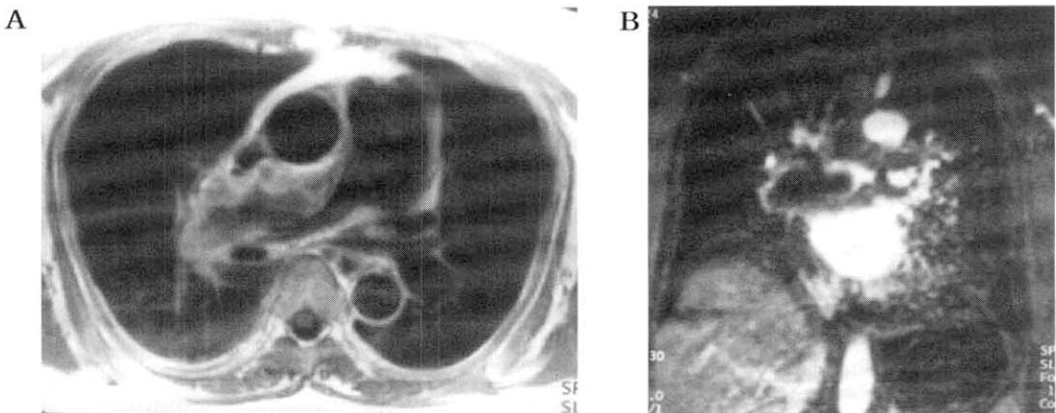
T1-weighted axial(A) and gadolinium-enhanced coronal(B) images show a high signal intensity of large intravascular filling defects causing a mild expansion of the right main pulmonary artery. There is also an eccentric nodular filling defect in the pulmonary trunk.
